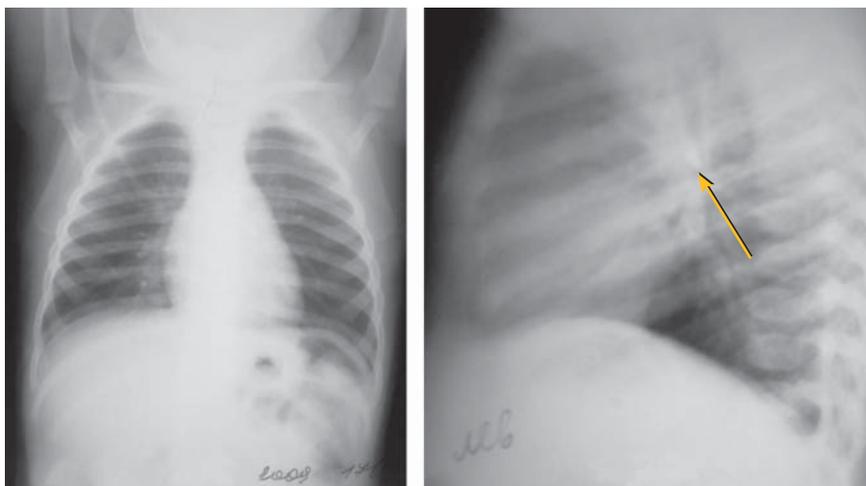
Рентгенография органов грудной клетки в двух проекциях ребенка К., 1 г. В проекции просвета левого главного бронха определяется тень однородной плотности с четкими контурами около 1 см в диаметре
